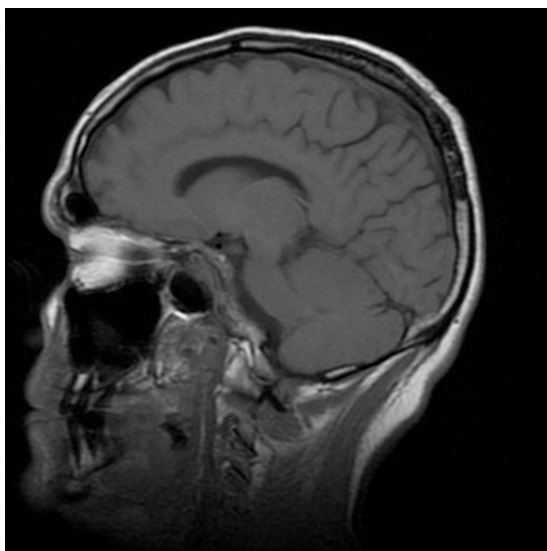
RM del paciente 5: Imagen de Resonancia magnética encefálica ponderada en T1 corte transversal, perteneciente al paciente 5, no se observa atrofia significativa.
